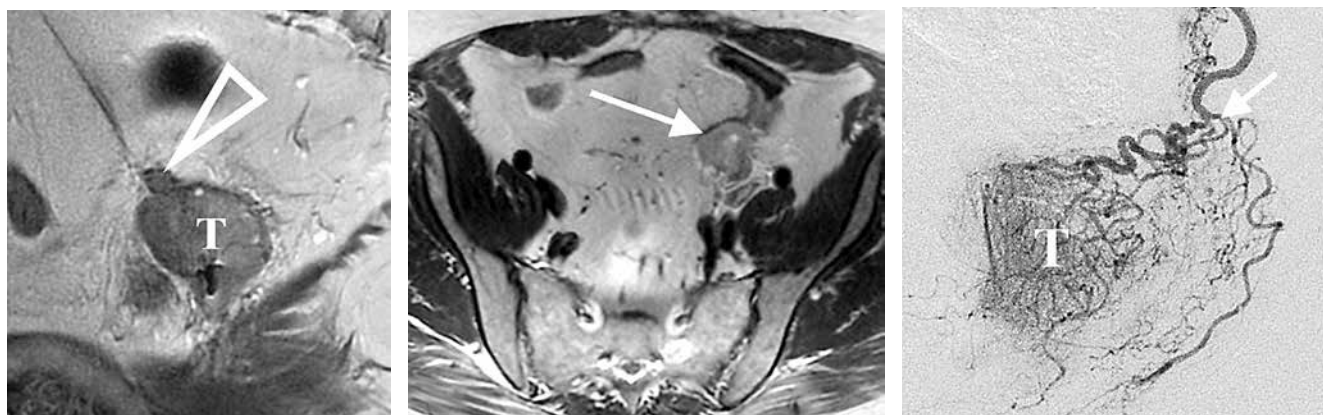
Магнитно-резонансная томография пациентки 54 лет с рецидивным раком шейки матки в культе влагалища. Определяются опухоль культы влагалища (Т), имплантационный метастаз по брюшине в зоне перинотизации (треугольная стрелка), отдаленный метастаз по брюшине (стрелка). По данным ангиографии определяется обширная сеть опухолевых афферентов (Т), основным источником которой являются верхняя пузырная и запирательная артерии (стрелка)
